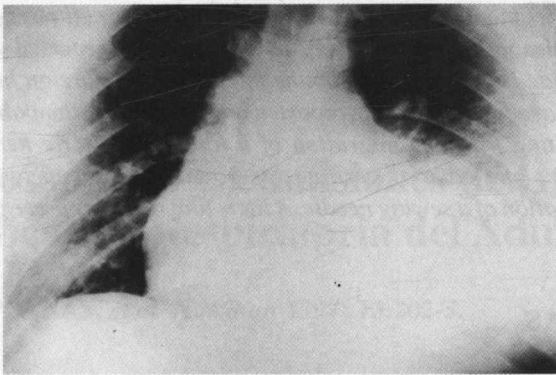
Radiografía del tórax en que se observa nivel líquido en la base del hemitórax izquierdo.
